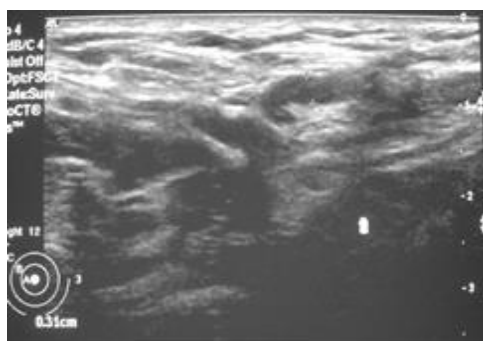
Ecografia do lado direito da região axilar que mostra um pequeno gânglio linfático cuja espessura cortical (3,1 mm) é medida entre os dois x colocados no lado direito da imagem [15].
